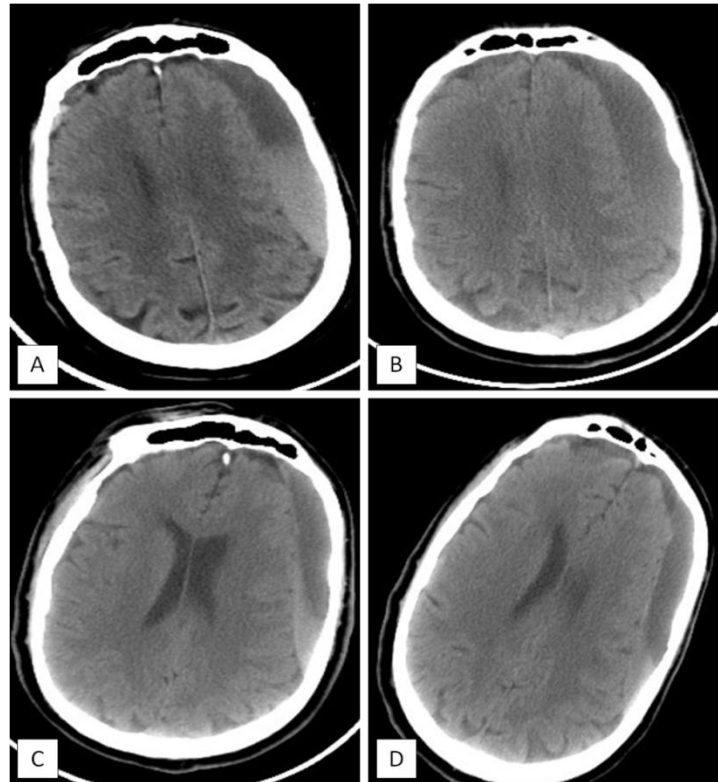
La TDM cérébrale sans injection de PDC du 25/12/2013 (coupe axiale : A) montre une collection en croissant fronto-pariétale gauche avec surnageant hypodense et sédiment hyperdense (saignement récent) en faveur d'un HSD fronto-pariétal subaigu. Une TDM de contrôle (coupe axiale : B) réalisée le 20/01/2013 montre la disparition quasi-totale du sédiment hémétique témoignant du début de résorption de l'HSD. La TDM cérébrale du 27/01/2013 (coupe axiale : C) montre la réapparition de l'hyperdensité témoignant du resaignement de l'HSD, avec présence d'un engagement sous falcoriel en rapport avec la réexpansion de l'hématome. Une TDM de contrôle réalisée le 07/02/2013 (coupe axiale : D) montre le début de résorption de l'HSD après resaignement.
